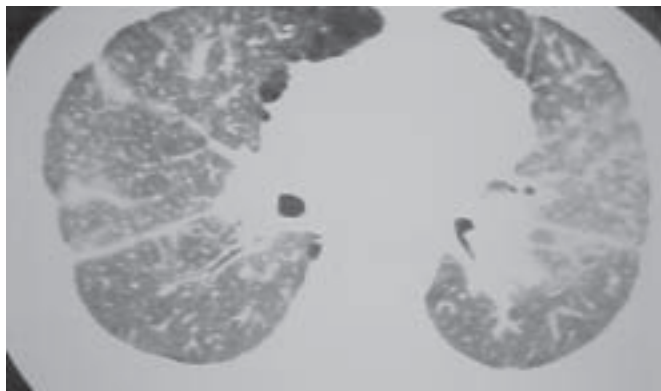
Pequenas opacidades nodulares difusas com área de grande opacidade padrão B na base esquerda similares à radiografia de tórax
